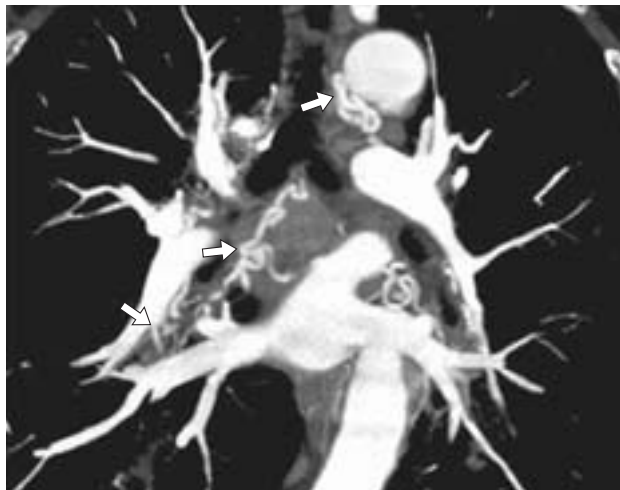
МСКТ у женщины 60 лет с рецидивирующим КХ вследствие бронхоэктазов средней доли справа: определяется дилатация и выраженная извитость бронхиальных артерий (показано стрелками), вазодилатация больше выражена в легочной паренхиме.
